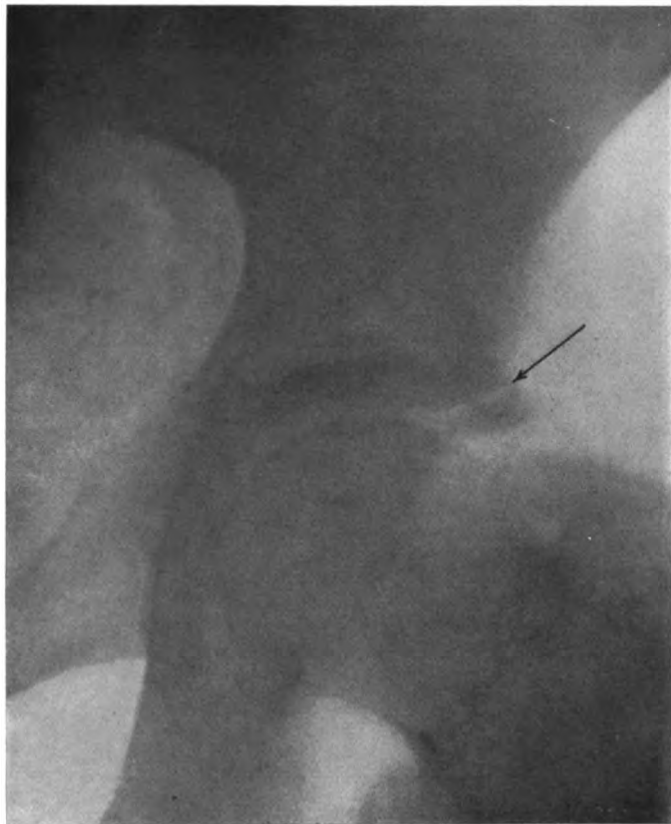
G., Friedrich, 18 Jahre alt. Diagnose: Spätrachitis. Röntgenbild der linken Pfannengegend vom 9. X. 19. Deutliches röntgenologisches Os acetabuli, das sich, am äußeren oberen Pfannenrand beginnend, in einer Bogenlinie nach dem hinteren Pfannenrand hinab weiter fortsetzt und vom übrigen Hüftknochen durch einen 1 mm breiten, scharf abgegrenzten hellen Streifen getrennt ist.
